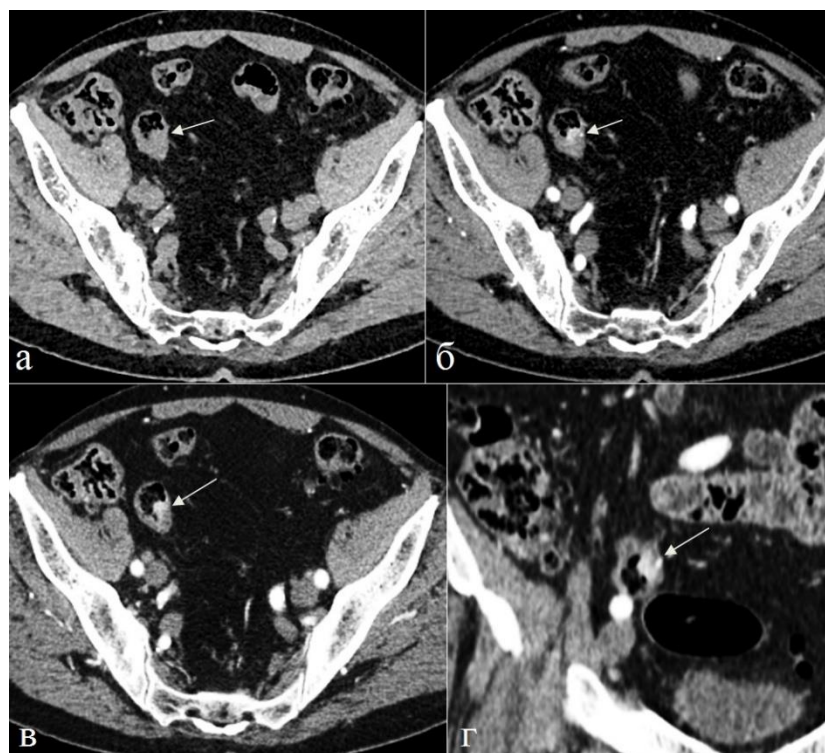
Больной 71 лет. Злокачественный полип в сигмовидной кишке. а) Нативное исследование, б), в), артериальная фаза, г) фронтальная реконструкция. В дистальной части сигмовидной кишки определяется полип, с выражено повышенным трансмуральным КУ, широко прилежащий к стенке кишки (стрелки). На увеличенном фрагменте томограммы в), г) определяется инвазия полипа в стенку кишки (стрелка).
